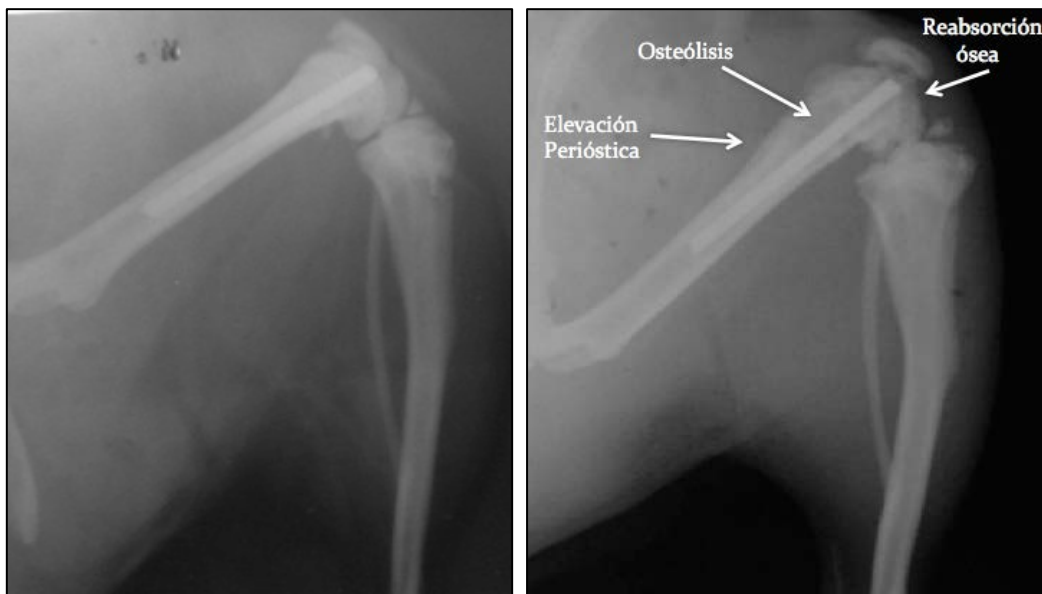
Radiografías mostrando la progresión de la osteomielitis a nivel metafisario-epifisario.
